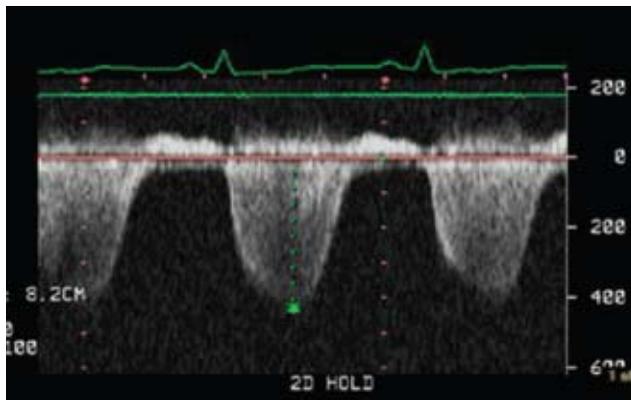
Ecocardiograma con Doppler. Velocidad de regurgitación tricúspideas.
